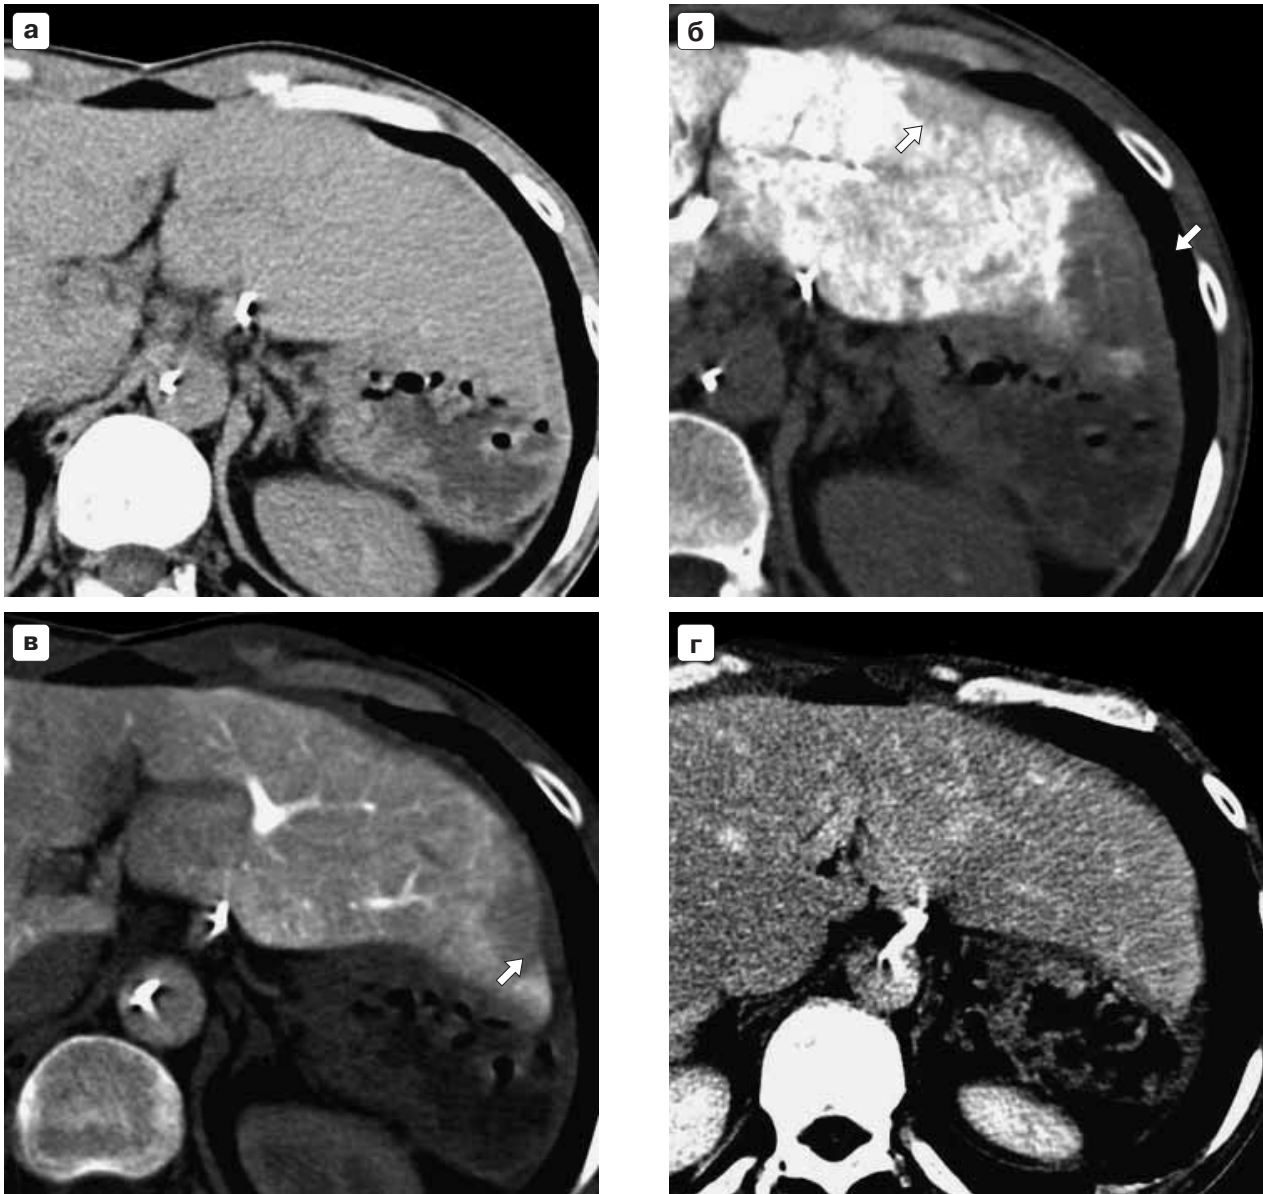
КТАП, выполненная для уточнения состояния левой доли у больного с монолобарным поражением правой доли метастазами колоректального рака (а – нативная, б – ранняя портальная, в – поздняя портальная, г – венозная фазы); а – паренхима печени гомогенная; б – стрелками показаны псевдообразования, отчетливо проявляющиеся в раннюю портальную фазу; в – в позднюю портальную фазу – визуализируется только одно из них (стрелка); г – в венозную дефекты перфузии, обусловившие псевдообразование, изучают.
